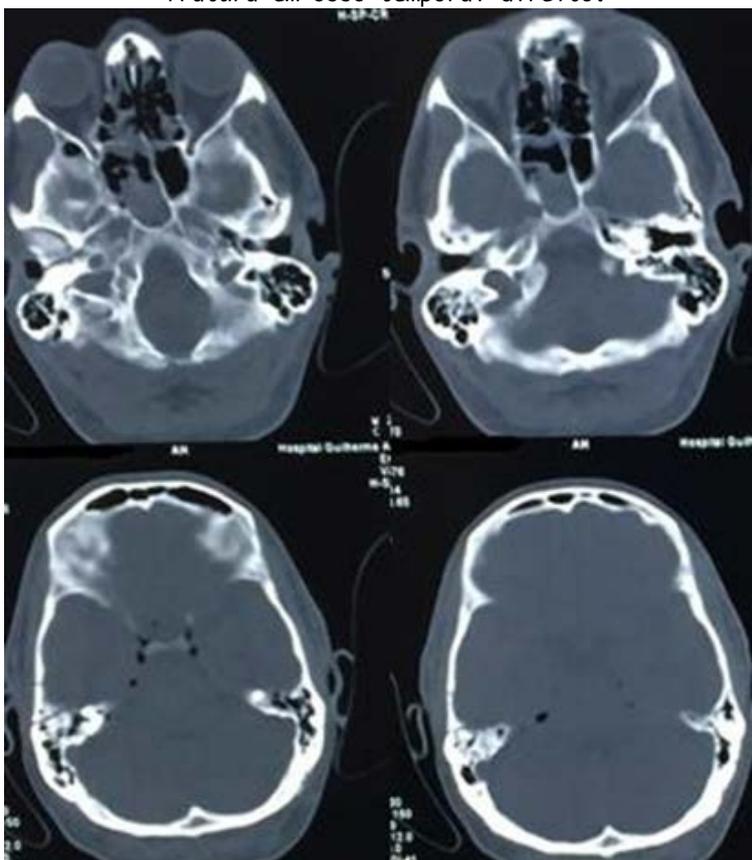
Tomografia computadorizada de crânio sem contraste, com presença de sinais de edema e atrofia dos sulcos cerebrais.
